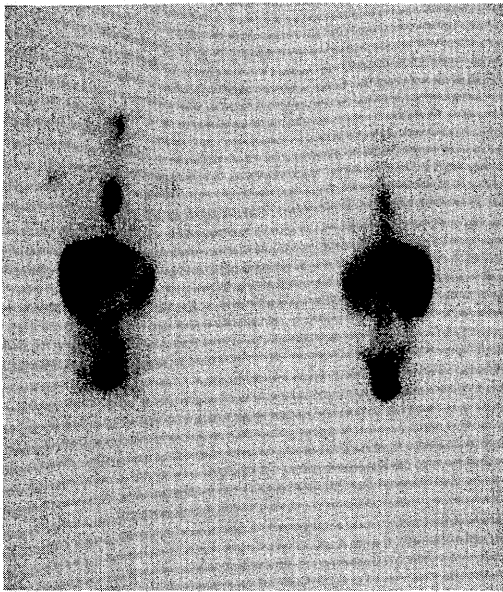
Ga-67 scintigram on April 1st, 1991 depicted increased radioactivity at the mediastinal region.
